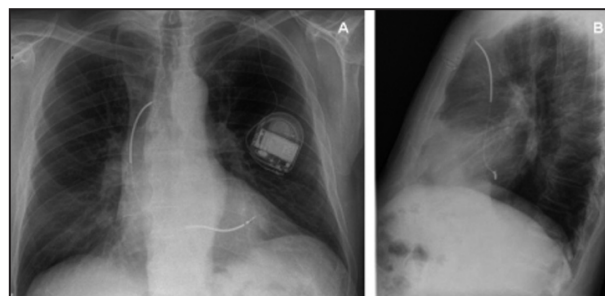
Radiographie thoracique (A) Face, (B) Profil. Noter la direction postérieure de la sonde sur l'image de profil.
